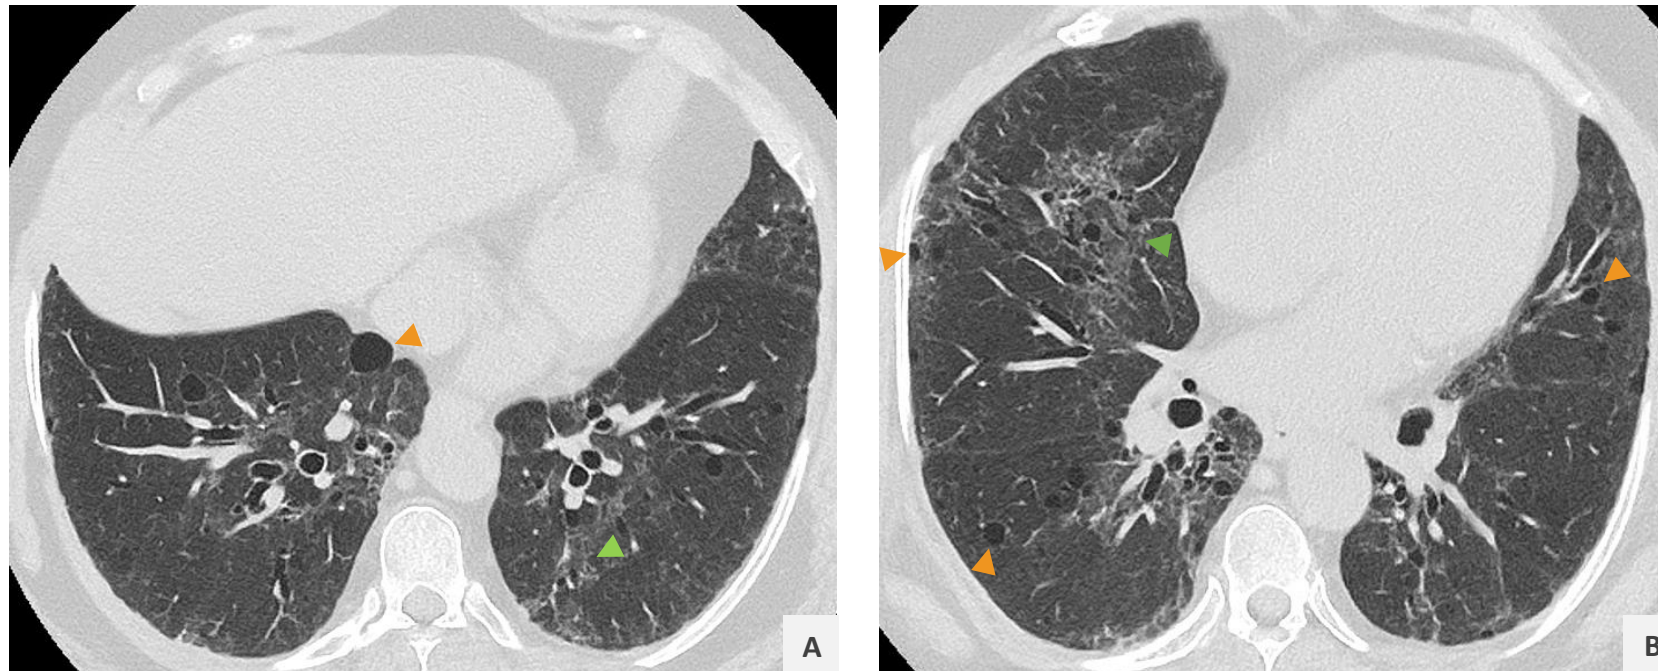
y 9B. Mujer de 65 años, con antecedente de síndrome de Sjögren, que se remite a estudio por síntomas de disnea. Tomografía con hallazgos compatibles con una neumonía intersticial linfoide.
